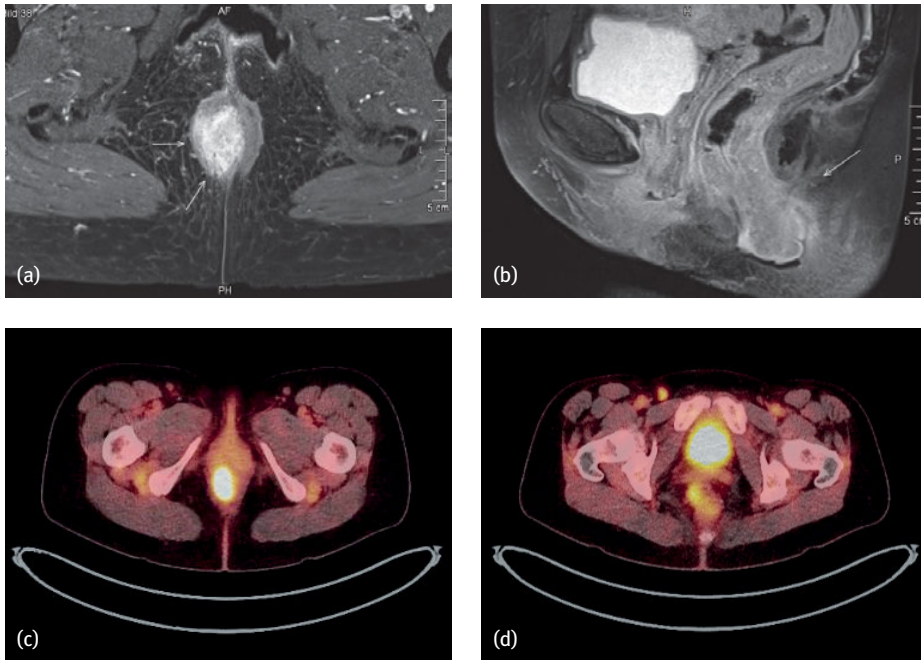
Analkanalkarzinom mit inguinaler Lymphknotenmetastase einer 60-jährigen Patientin (cT2N1aM0), Darstellung in der MRT, (a) Axialschnitt, (b) Sagittalschnitt, sowie in der PET-CT (c) lokale Tumoraktivität, (d) inguinale Tumoraktivität.
